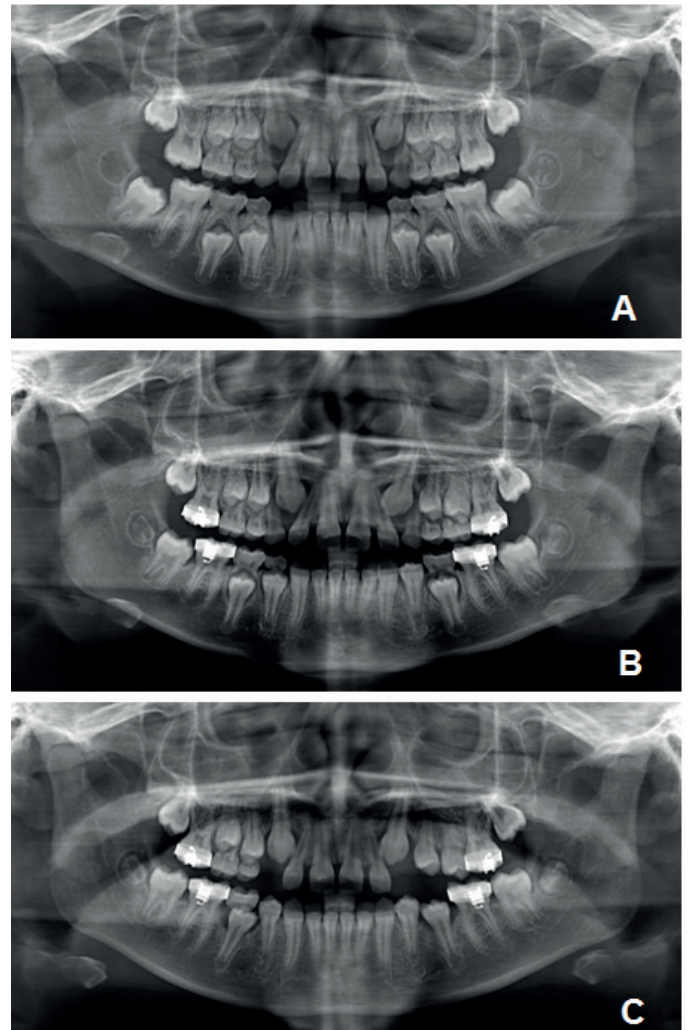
Radiografias panorâmicas – A) Inicial; B) Oito meses depois. Observa-se o aumento do espaço folicular na região dos elementos 13 e 23; C) Quatorze meses após o início do tratamento. Os caninos permanentes superiores permanecem incluídos, mesmo após a exodontia dos antecessores decíduos.
